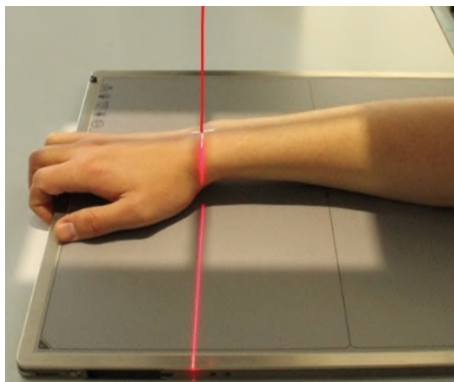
Рентгенография лучезапястного сустава. Передняя прямая проекция
